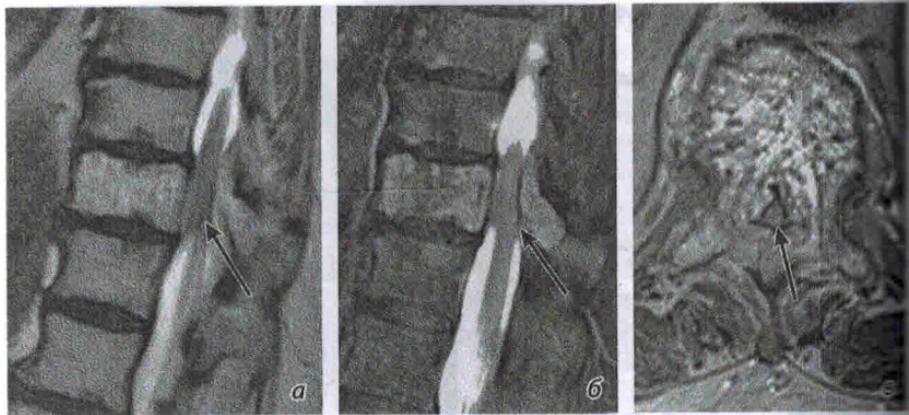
МРТ-изображение первичной доброкачественной опухоли позвоночника — агрессивной гемангиомы Th<sub>10</sub> позвонка (указана стрелкой):
